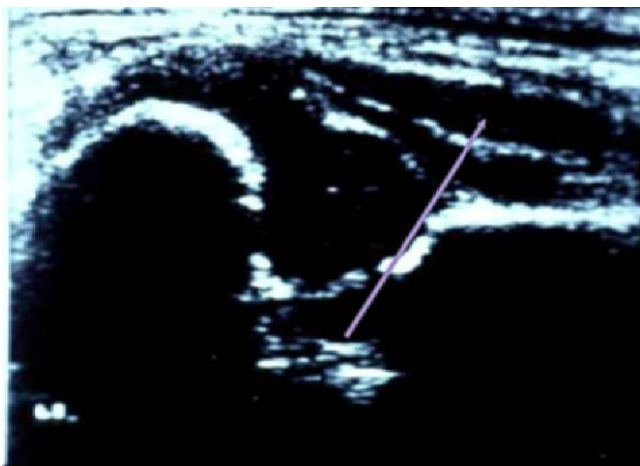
Sonogramm mit eingezeichneter Grundlinie.
